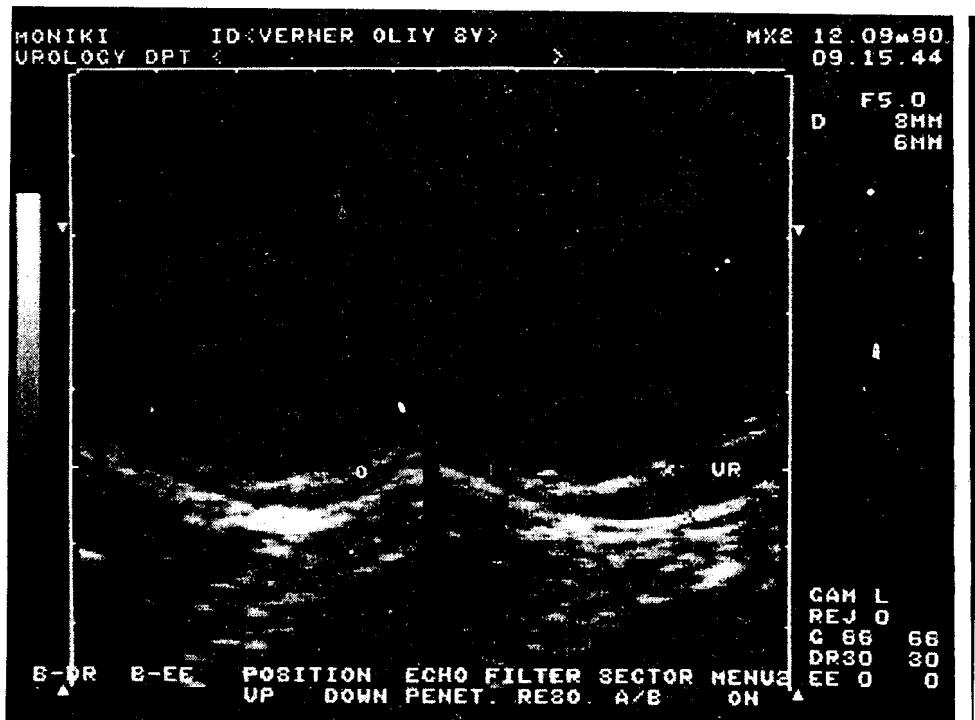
Тот же б-ной. УЗИ. Увеличение диаметра интрамурального отдела мочеточника во время мочеиспускания (ПМР).
